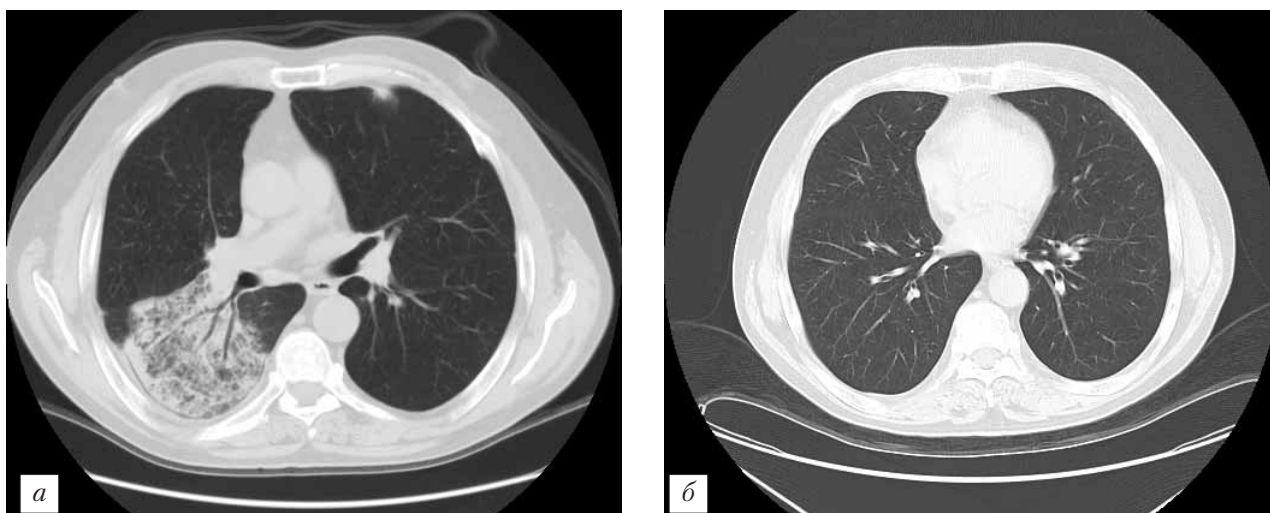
Нижняя доля правого легкого при КТ органов грудной клетки больного М. выявляется участок неоднородного уплотнения легочной паренхимы по типу «матового стекла» с симптомом «воздушной» бронхографии (а). На фоне лечения отмечена положительная динамика в виде полного восстановления пневматизации ткани правого легкого (б).
